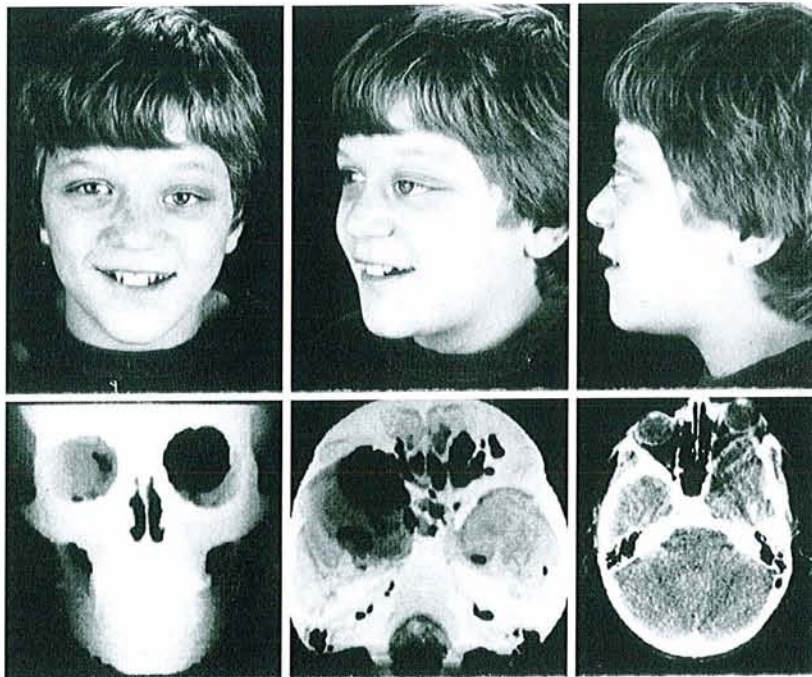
Enfant de 12 ans présentant une NF1 à localisation orbito-palpébrale de stade 2 selon la classification de Jackson avec exophtalmie pulsatile et dystopie orbitaire. Le TDM objective l'absence de la grande et petite aile du sphénoïde. (in « Transcranial correction of orbital neurofibromatosis » Snyder et al. Plast Reconstr Surg 1998).
